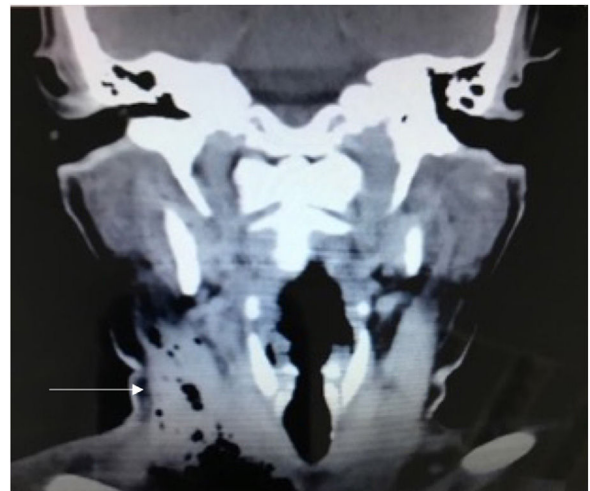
Corte coronal de tomografía de base de cráneo y cuello con evidencia de gas en espacio parafaríngeo. La flecha señala el absceso.
